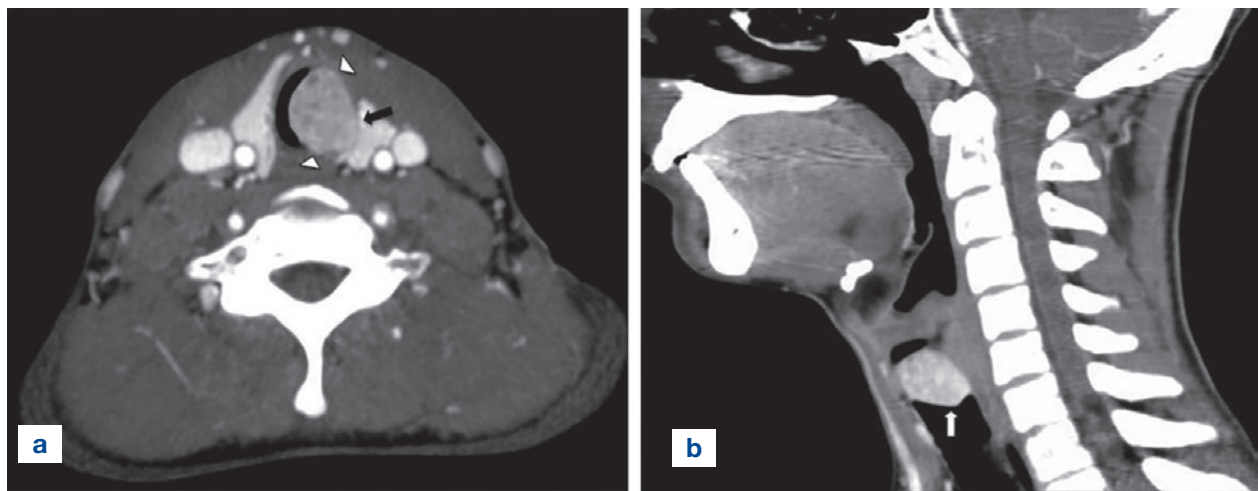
Immagine TC mdc assiale (a) e coronale (b) che dimostra la presenza di tessuto neoformato a margini ben definiti che occupa gran parte del lume tracheale.
